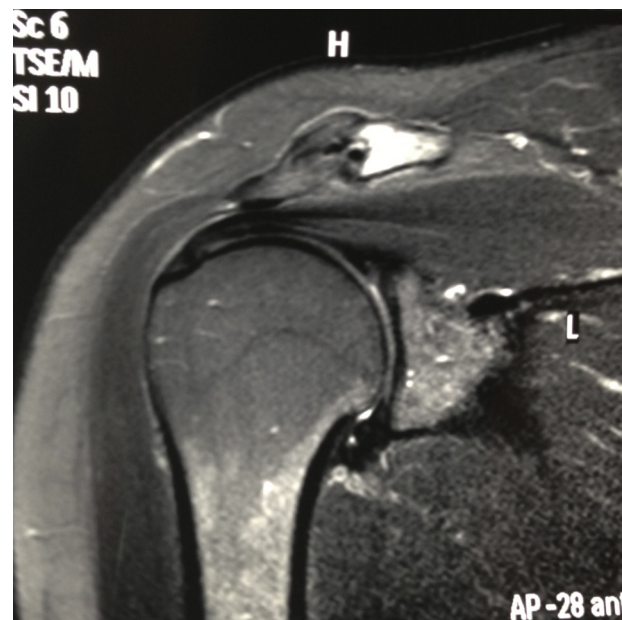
Imagem de ressonância magnética corte coronal que mostrando a imagem do nicho juntamente com intenso edema na região distal lateral da clavícula.
